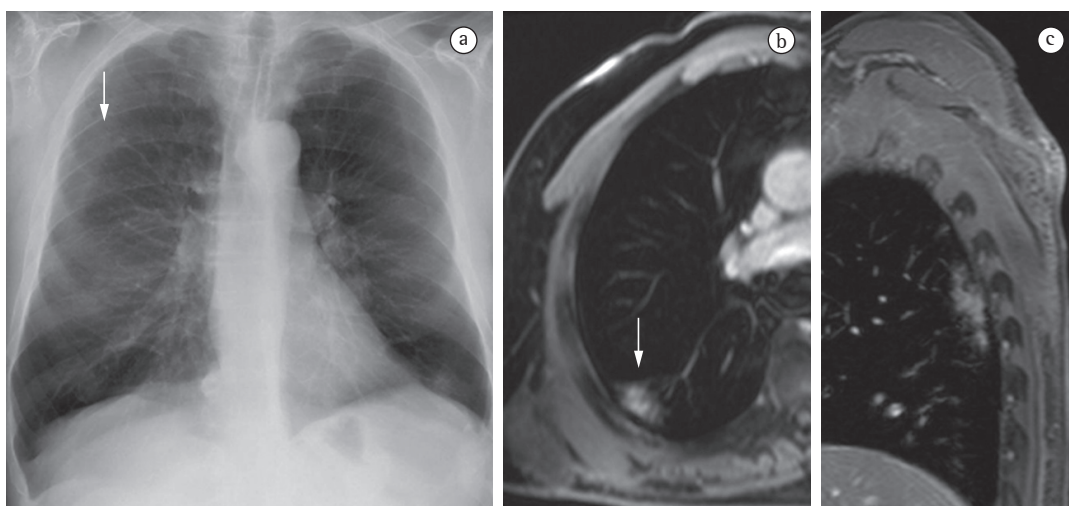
Em A, radiografia de tórax mostrando uma opacidade suspeita no pulmão direito (seta). Em B, imagem de ressonância magnética axial ponderada em T1 mostrando consolidação segmentar homogênea com broncograma aéreo. Em C, imagem de ressonância magnética sagital ponderada em T1 mostrando, de forma clara, uma lesão no segmento superior do lobo inferior.
